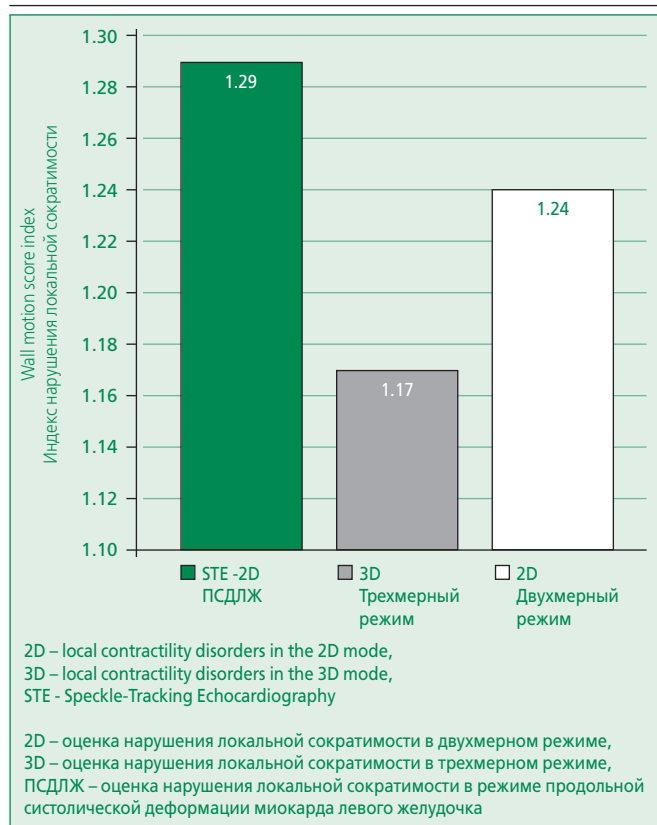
Wall motion score index for various visualization modes during stress echocardiography
